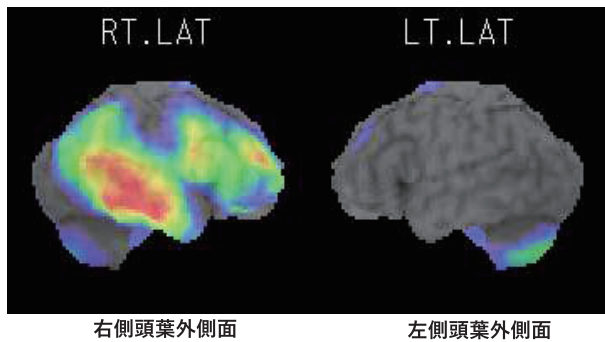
脳血流スペクト(IMP-SPECT)。右前頭葉、側頭葉、頭頂葉に広く核種の集積低下を認め、同部位の血流低下が示唆される。
